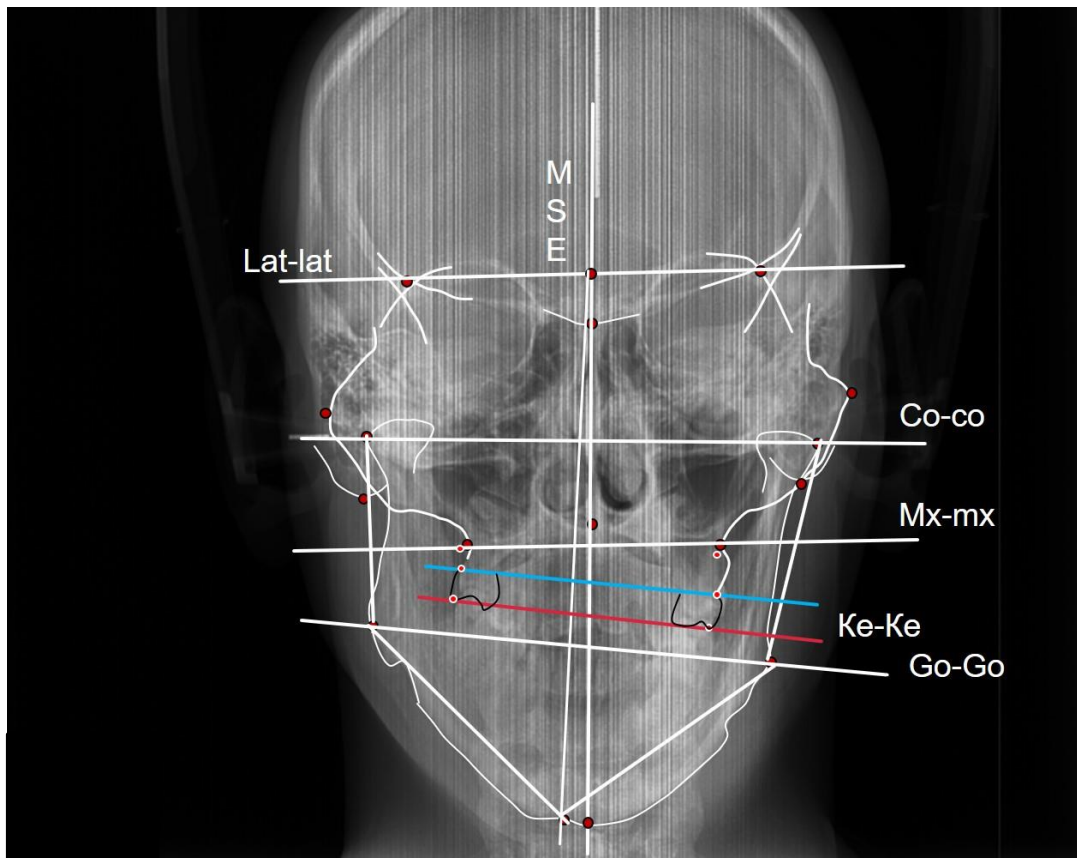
Телерентгенография прямой проекции черепа пациента, включенного в исследование
